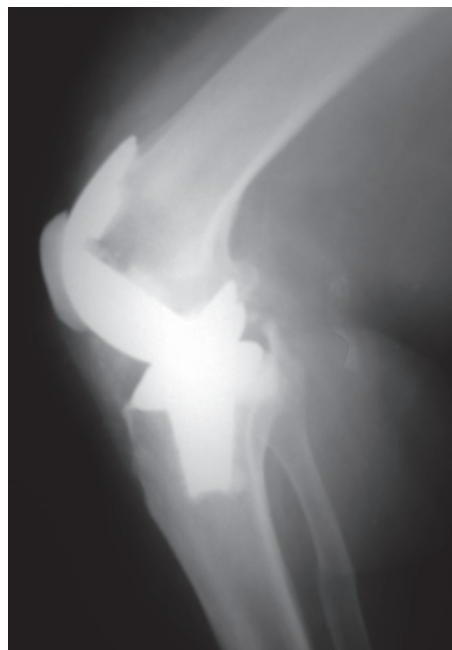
Рентгенограмма коленного сустава через 21 год после имплантации эндопротеза «Universal»
